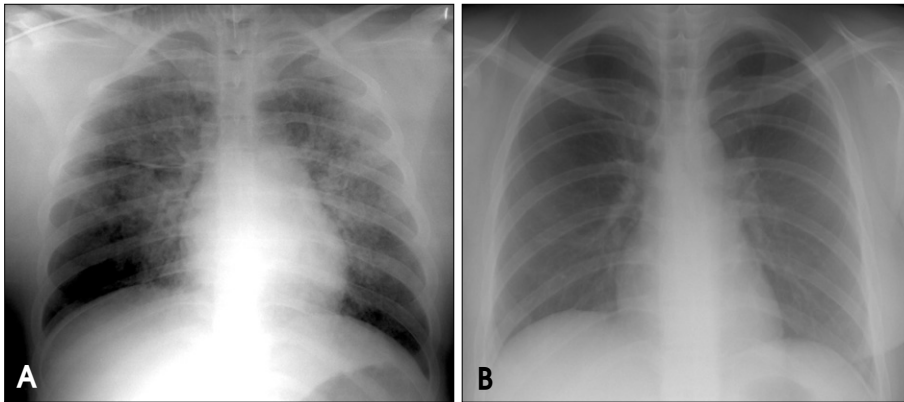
A: Chest radiography shows severe pulmonary edema on admission. B: Chest radiography shows pulmonary edema improved on admission day 7.
